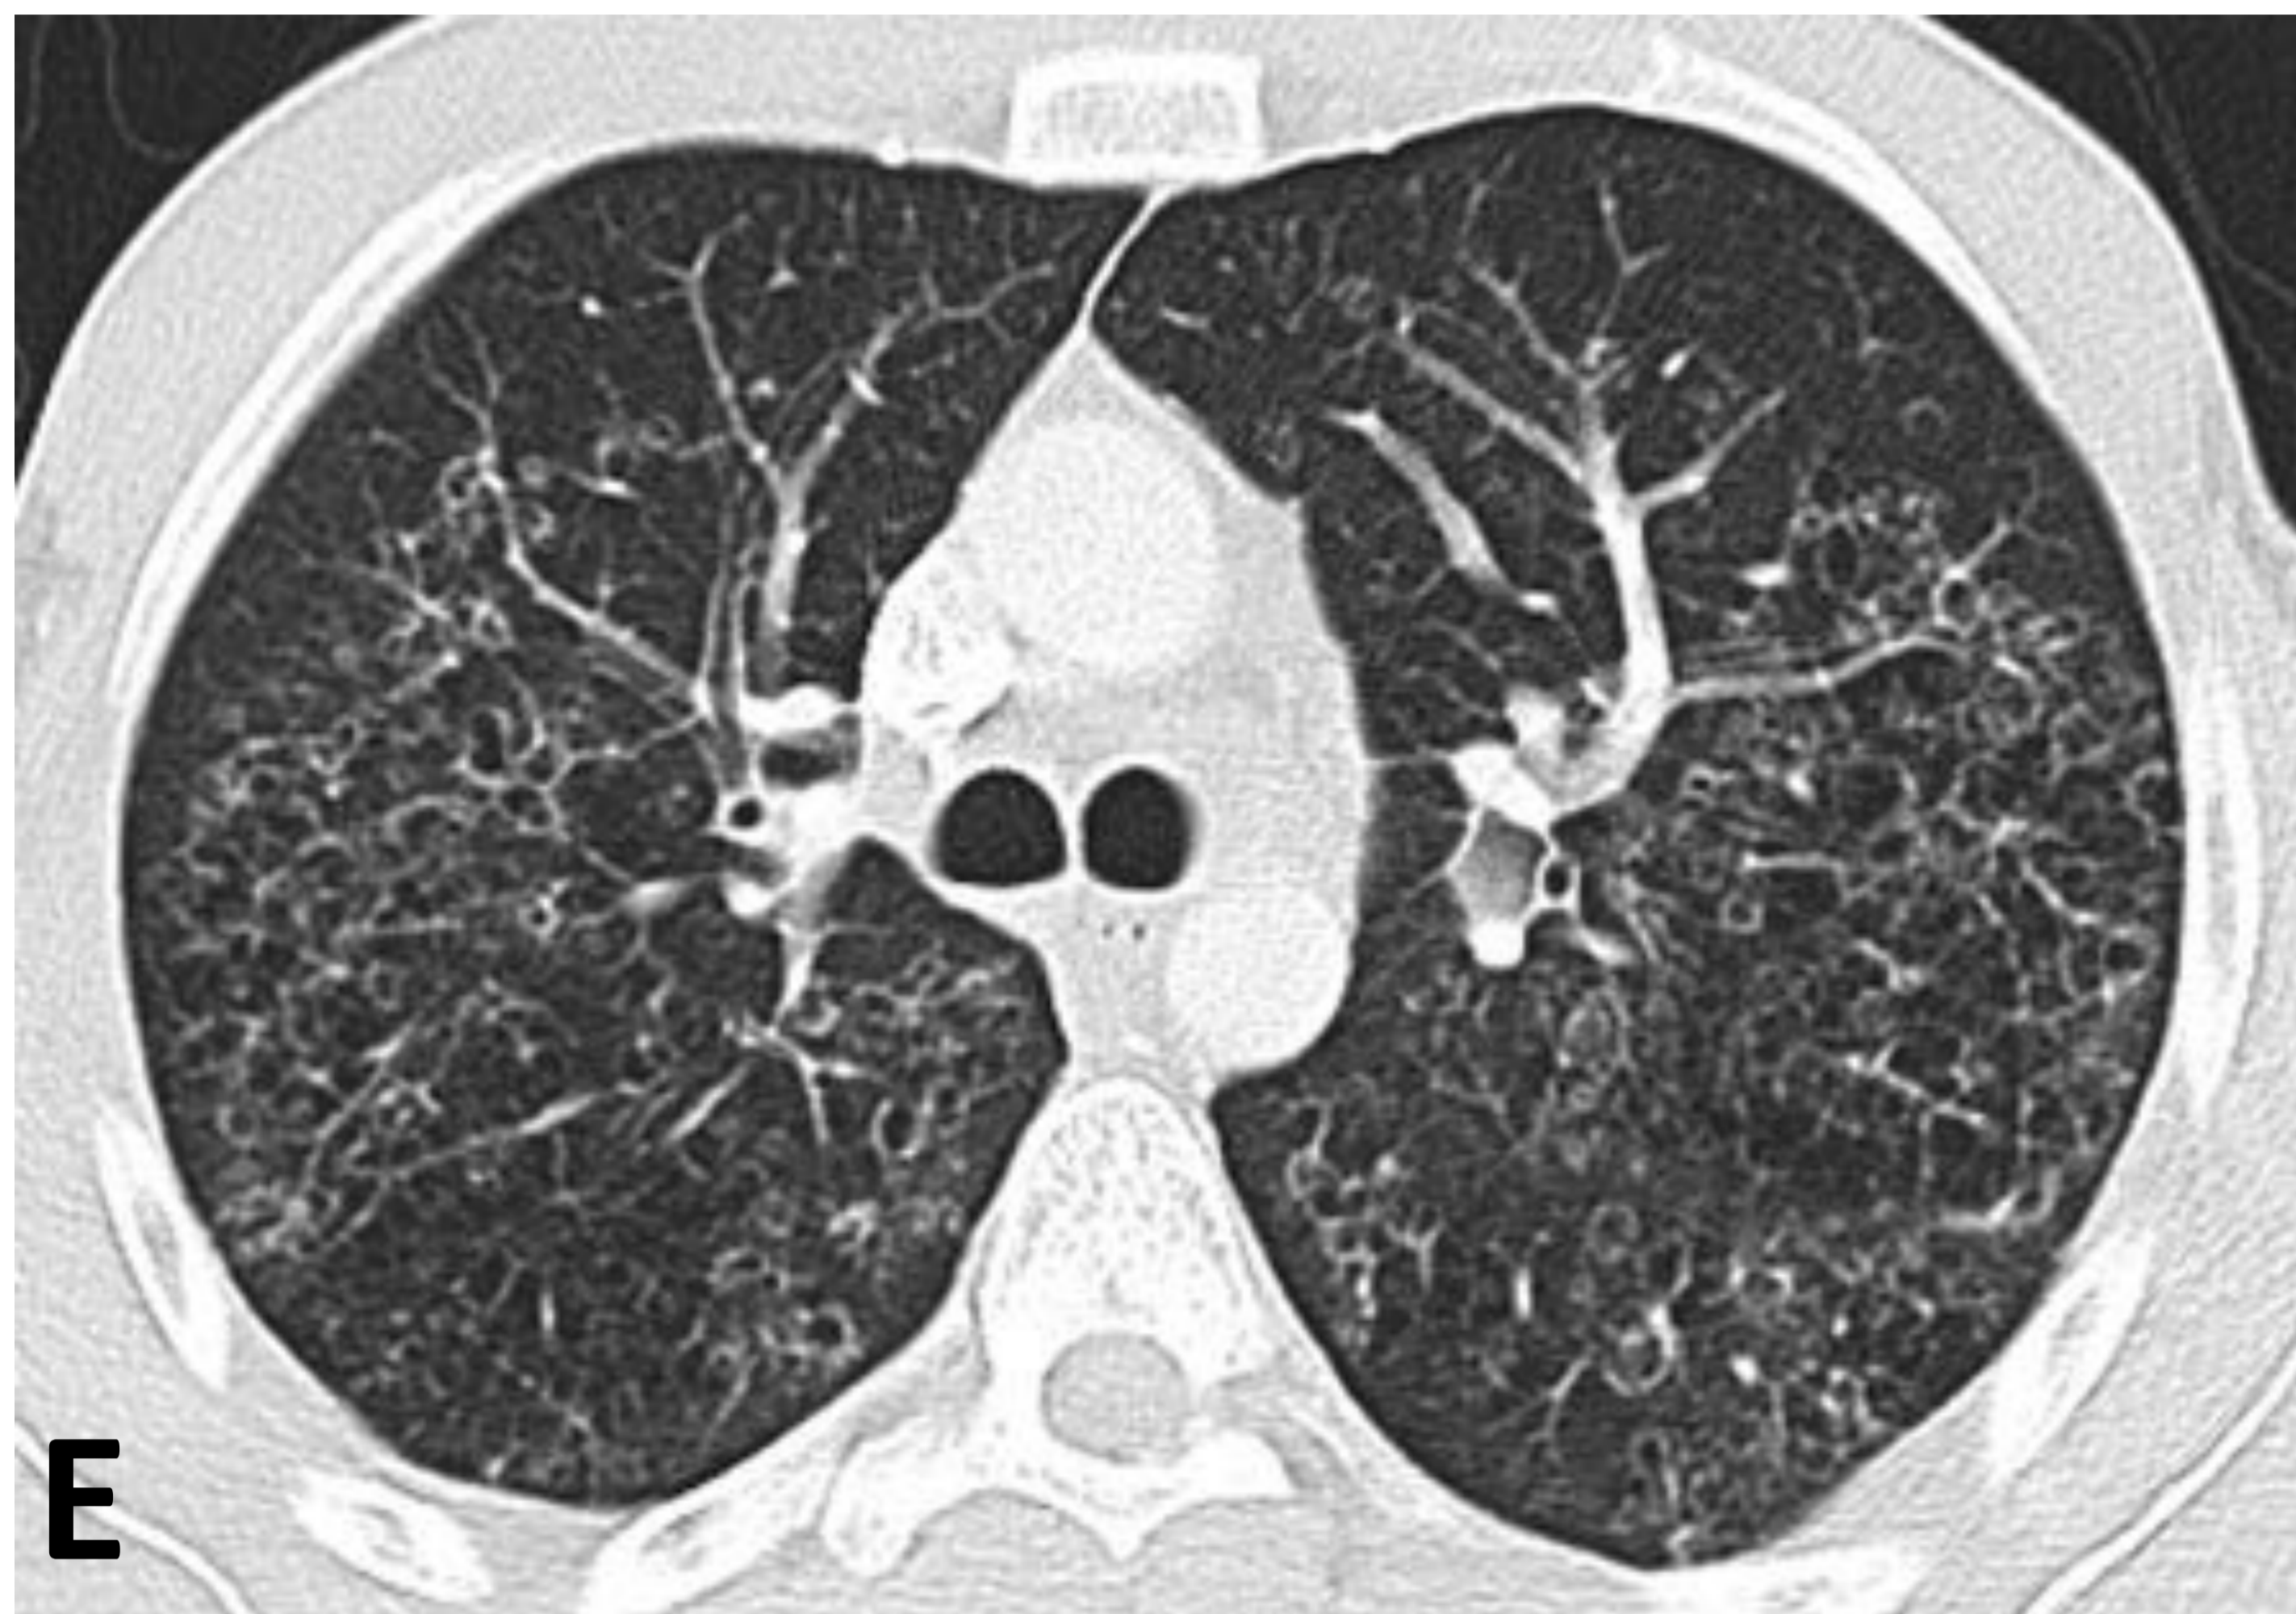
continuación – TC tórax con ventana del pulmón E), F) y G) axiales y H) sagital, quistes de pared fina y forma heterogénea con predominio en lóbulos superiores y respeto de senos costofrénicos. La biopsia confirmó Histiocitosis de células de Langerhans. I) Imagen magnificada de la radiografía PA, lesiones quísticas de pared fina no producen una interfase suficiente como para manifestarse como tales en la radiografía, en la que generan sensación de patrón intersticial.
